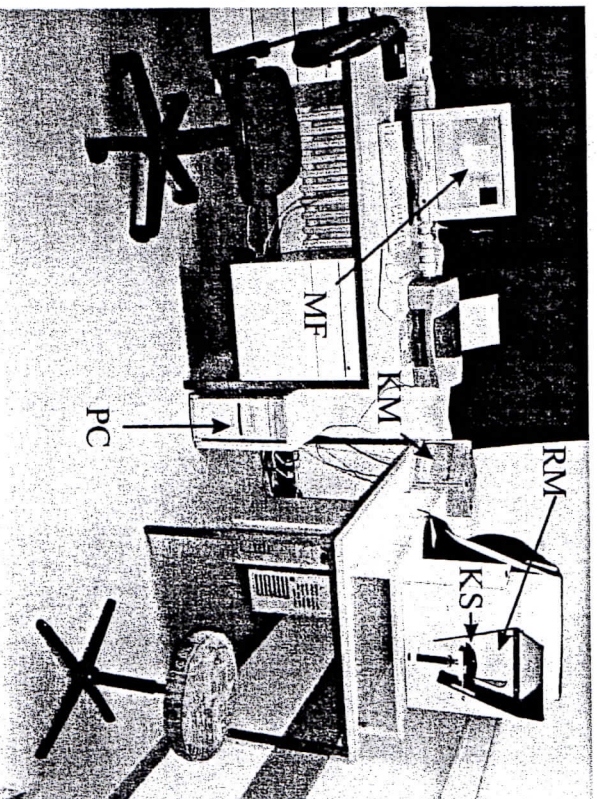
PC: Personalcomputer, RM: Reizdarbietungsmonitor, KS: Kinn-Stütze, KM: Kontrollmonitor, MF: Messfenster.
